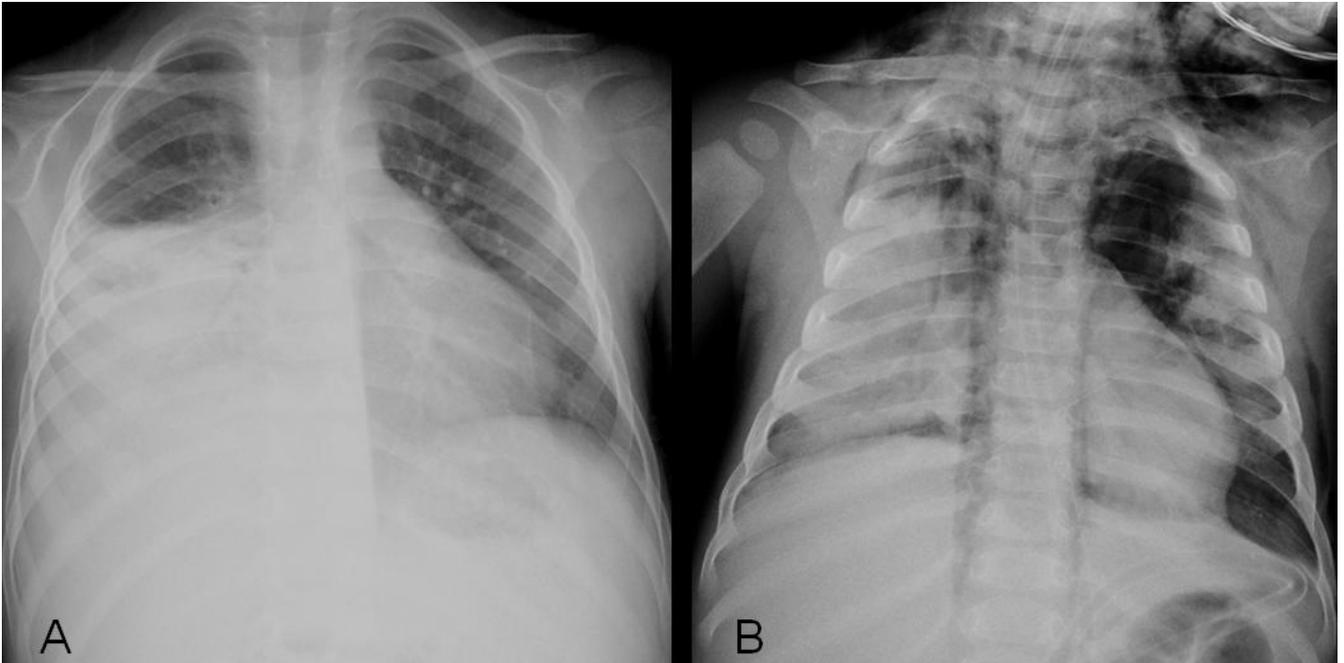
Clichés de radiographie thoracique chez un patient de notre série (cas n°4) pris à l'admission (A) et à J₂₁ d'hospitalisation (B) montrant une pleuropneumopathie du poumon droit avec refoulement médiastinal se compliquant par un pneumomédiastin et un emphysème sous-cutané.
